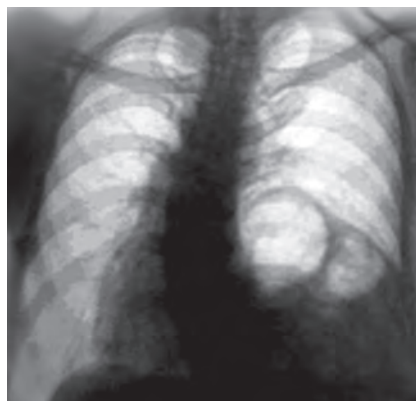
Рентгенография грудной клетки при ложной посттравматической грыже левого купола диафрагмы
